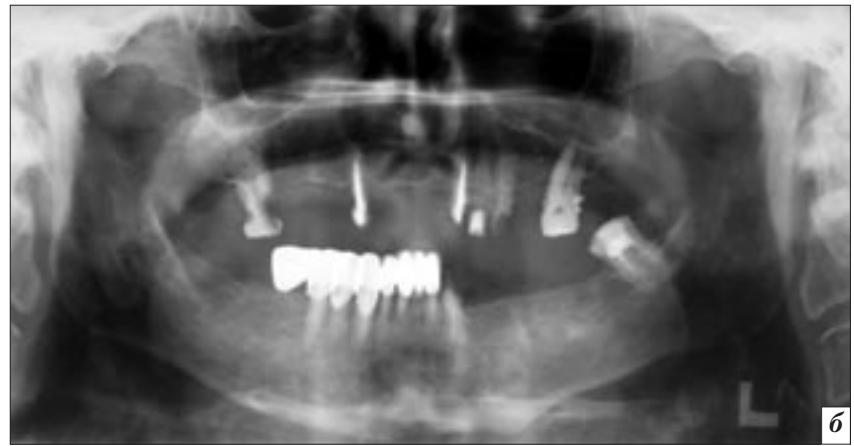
Пациент Л.: *а* – обзорная рентгенограмма; *б* – ортопантограмма. Диагностируется кистозное образование во фронтальном отделе верхней челюсти, содержащее тень повышенной плотности. Достоверных данных о границах кисты, анатомо-топографических соотношениях, состоянии соседних анатомических структур не получено.
